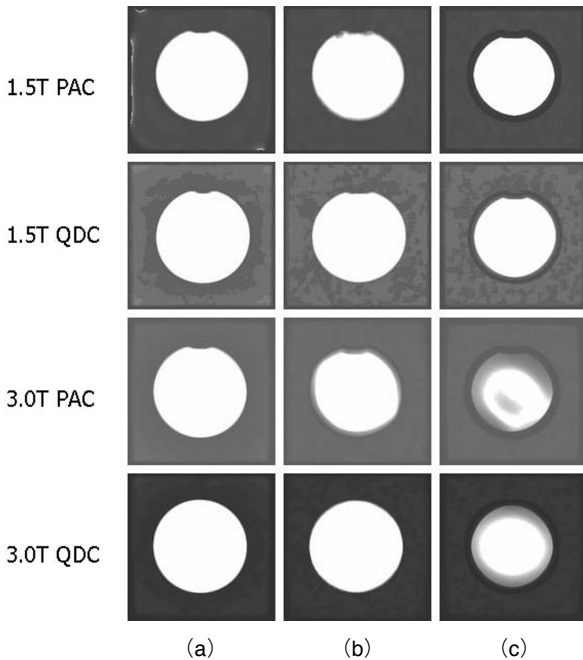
Results of SNR map on phantom images obtained by 1.5 Tesla and 3.0 Tesla MRI
